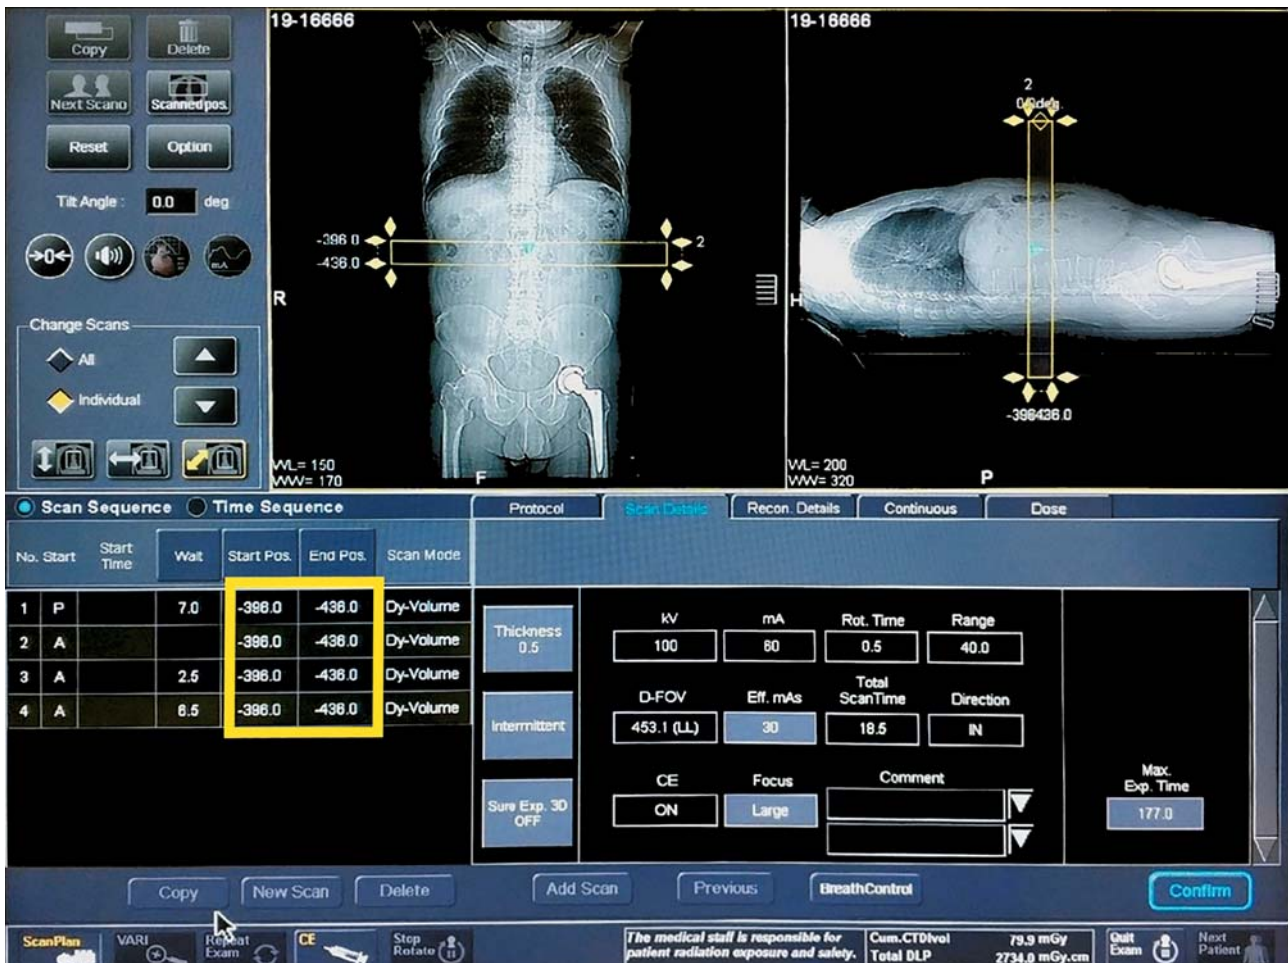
Изображение экрана консоли компьютерного томографа Canon при планировании перфузионного сканирования на этапе определения зоны интереса (обозначена рамкой на топограммах), границы которой заданы интервалом срезов при нативном сканировании (выделены рамкой).
